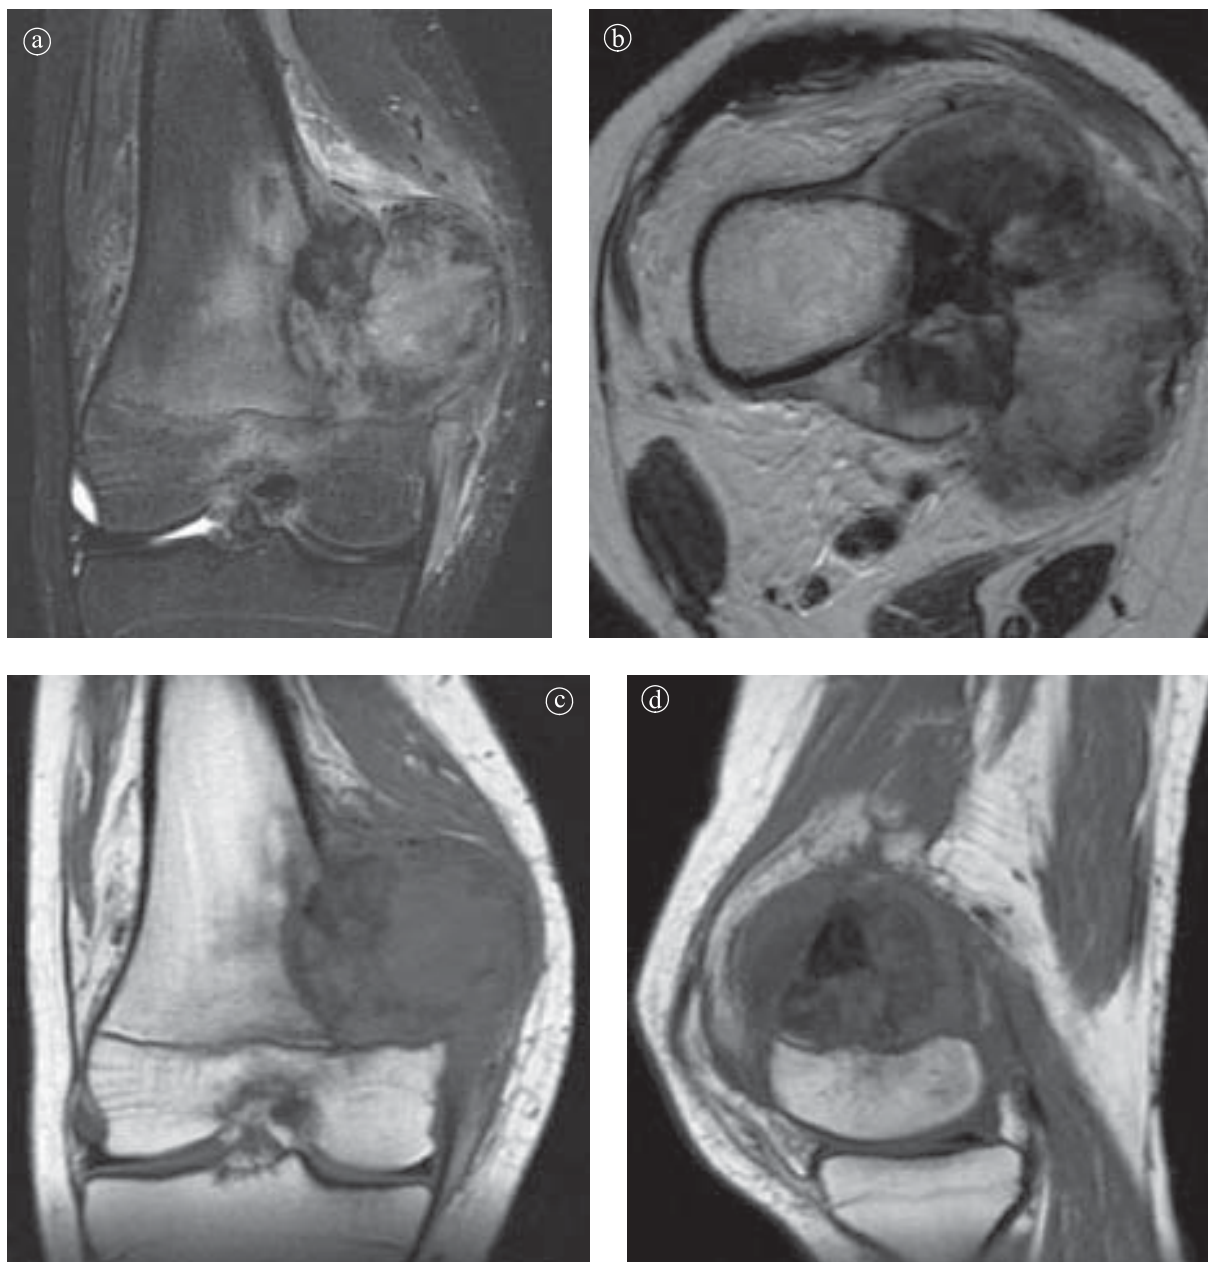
22. Osteosarcom metafiză femur. IRM secțiuni a) coronal STIR, b) axial, T2 c) coronal T1 postgadolinu, d) sagital. Se constată semnal heterogen al masei tumorale spargerea compactei și infiltrarea țesuturilor moi adiacente.
